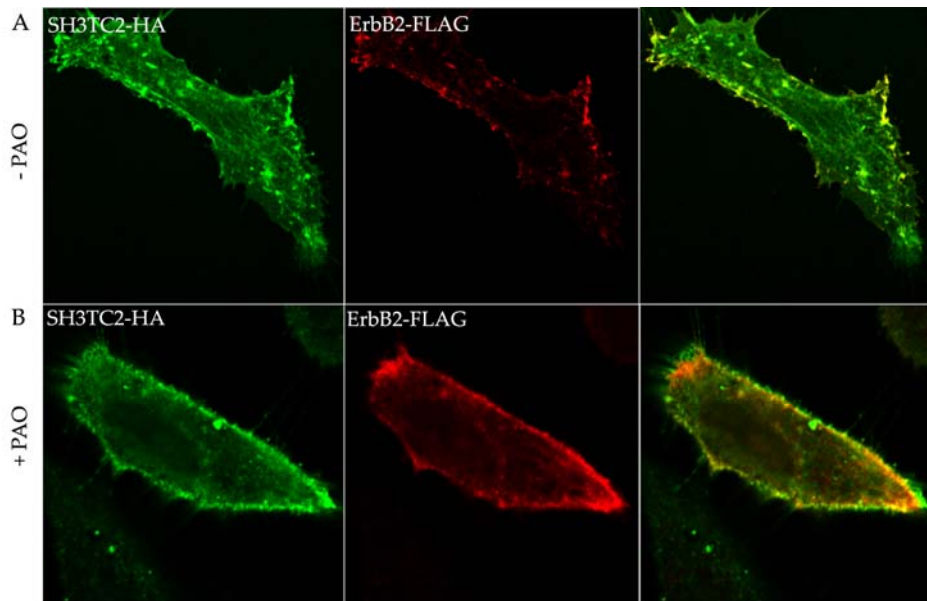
Efecto de PAO sobre la localización de ErbB2 y SH3TC2. Células HeLa, co-transfectadas con SH3TC2-HA y ErbB2-FLAG, no tratadas (A) o tratadas (B) con PAO. Tras la fijación, las células se inmunodetectaron con anti-HA (canal verde) y anti-FLAG (canal rojo). En el panel derecho se muestra la superposición de las imágenes obtenidas con los diferentes canales.
